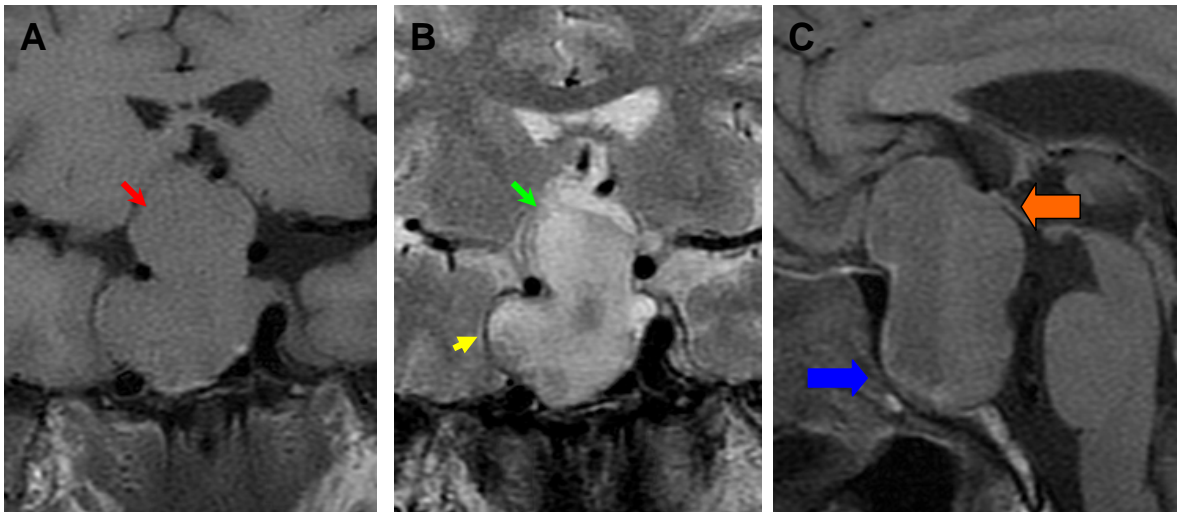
Imágenes de Resonancia Magnética (IRM) A: Corte coronal en secuencia T1 B: Corte coronal en secuencia T2, C: Corte sagital en secuencia T1, mostrando la presencia de un macro adenoma hipofisario con comportamiento isointenso en secuencia T1 (*flecha roja*) e hiperintenso en secuencia T2 (*flecha verde*), con involucro de los senos cavernosos (*flecha amarilla*); remodelacion de la silla turca (*flecha azul ancha*) y desplazamiento dorsal del quiasmas óptico (*flecha ancha naranja*).
